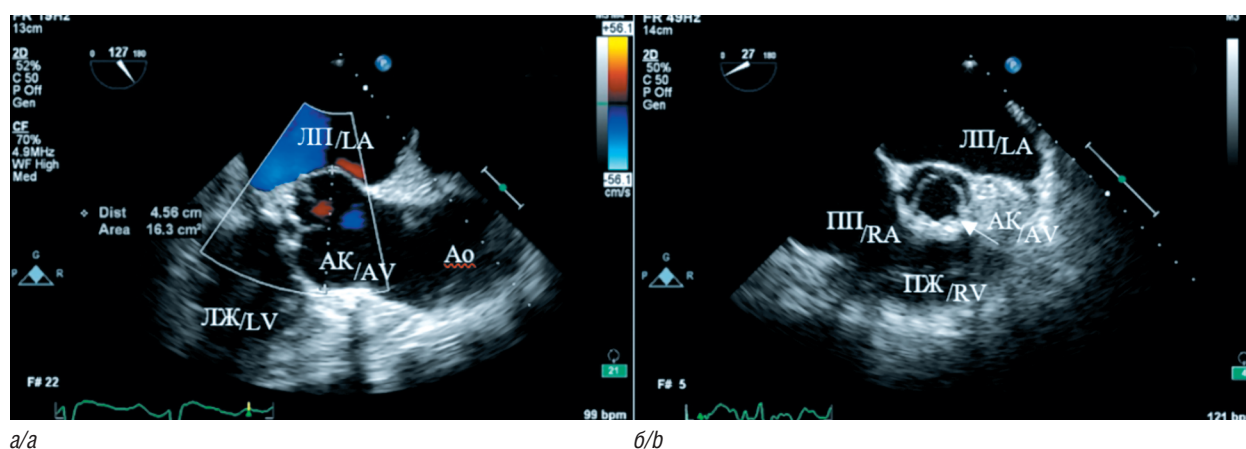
Чреспищеводная эхокардиография аорты с позиционированием датчика по длинной оси (130–140°) на уровне аортальных синусов, синотубулярного соединения и трубчатой части восходящей аорты (а); чреспищеводная эхокардиография аорты с позиционированием датчика по короткой оси (30–40°) на уровне магистральных сосудов (б). АК — аортальный клапан; Ао — аорта; ЛЖ — левый желудочек; ЛП — левое предсердие; ПЖ — правый желудочек; ПП — правое предсердие [9]
